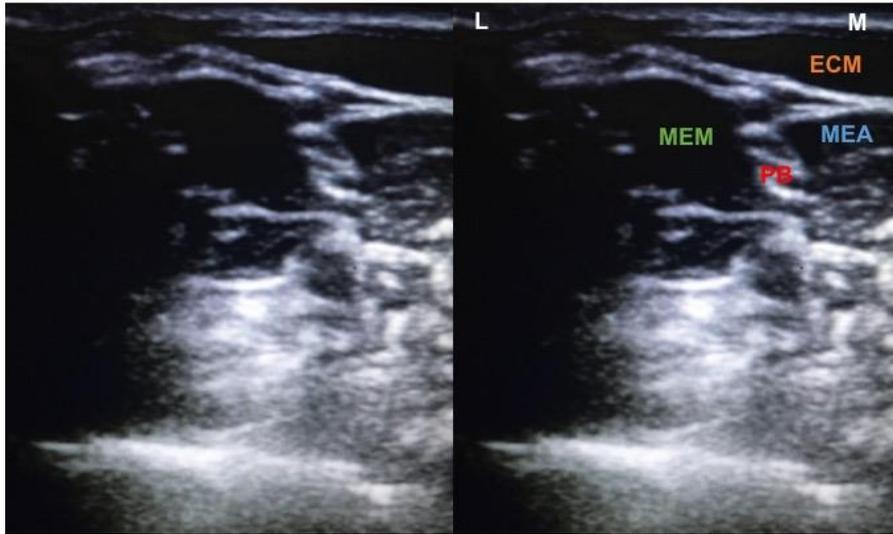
rastreo ultrasonográfico de región interescalénica (izq). Rastreo ultrasonográfico de región interescalénica con referencias (der) donde MEM: músculo escaleno medial, PB: plexo braquial, MEA: músculo escaleno anterior, ECM: músculo esternocleidomastoideo, L: lateral, M: medial . Imagen original del autor
